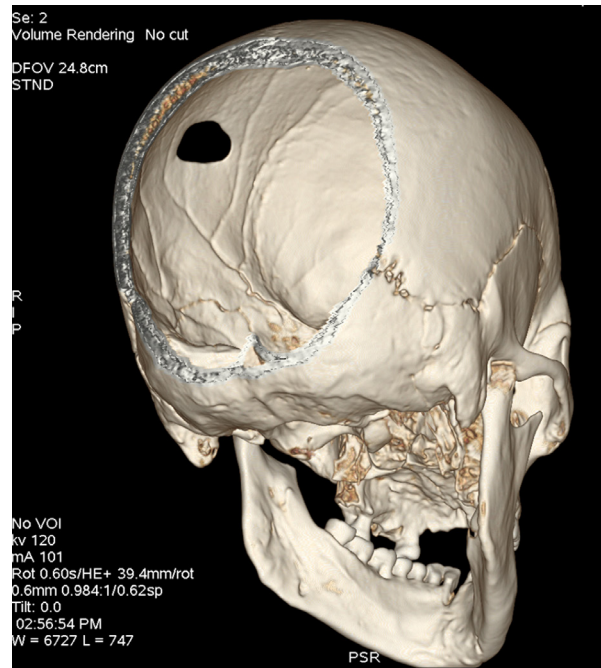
Szkielet nr 12, stanowisko Park Heweliusza. Trójwymiarowe rekonstrukcje przestrzenne czaszki na podstawie badania tomografii komputerowej. Widoczne jest wieloodłamowe złamanie kości czołowej z wgłobieniem oraz złamanie kości twarzoczaszki z przemieszczeniem (wyk. D. Lorkiewicz-Muszyńska)
